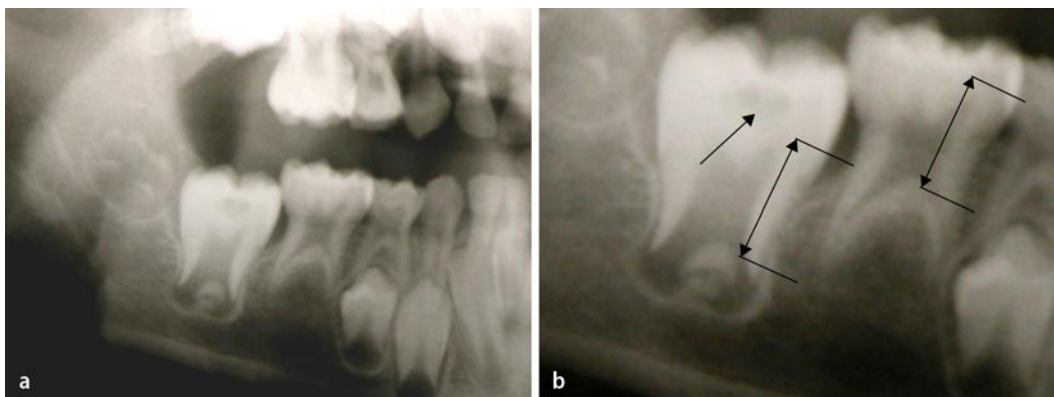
◀ Ausschnitt aus Orthopantomogramm im Alter von 7 Jahren und 7 Monaten
